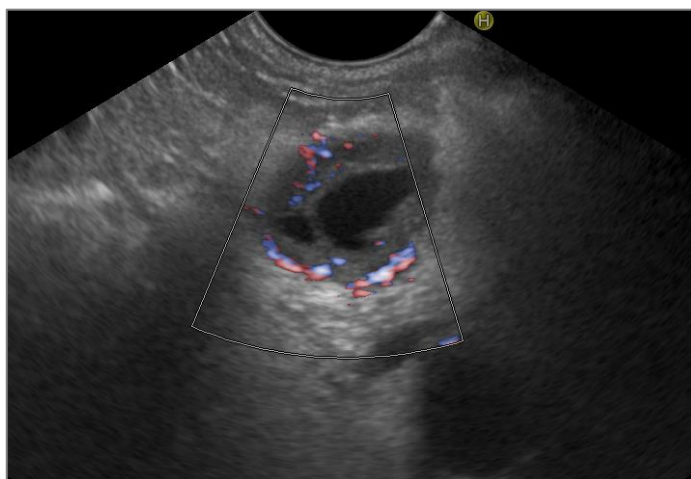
IPMN-MD a-obraz endoskopowy brodawki Vatera , tzw. "rybie oko"; b,c-obraz endosonograficzny z cechami hyperechogenicznej zmiany w świetle poszerzonego przewodu Wirsunga.
